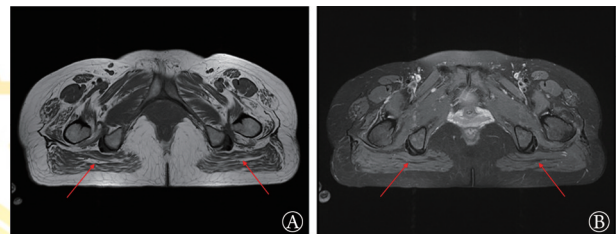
1例含缬酪肽蛋白(VCP)基因突变患者臀大肌肌肉磁共振成像(MRI)结果
